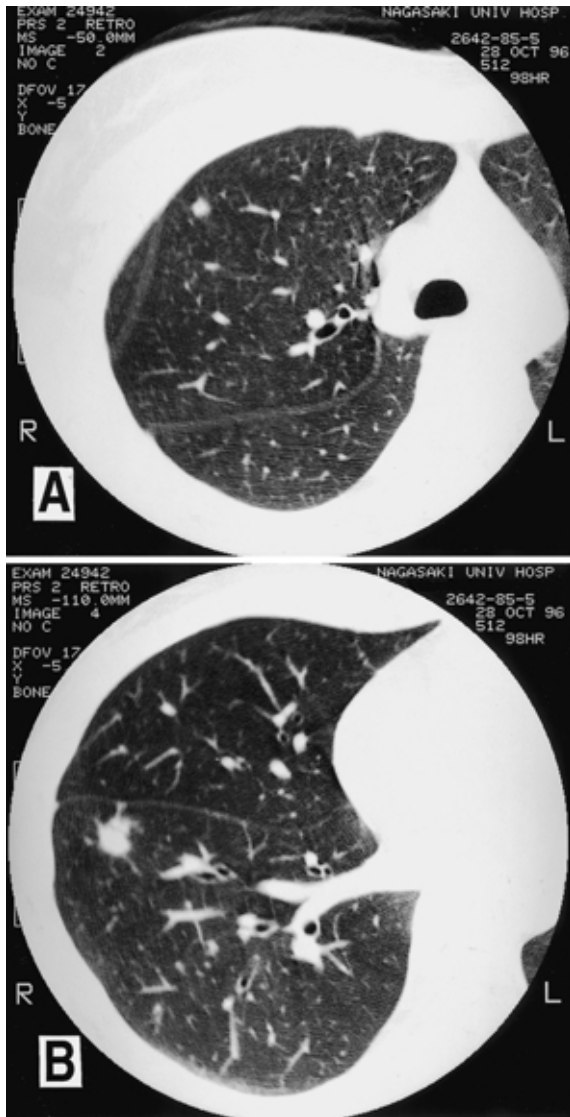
Chest CT after fungicidal therapy taken in October 28, showing a decrease in the number and size of the nodules bilaterally, especially at right S3 (A) and right S8 (B).
